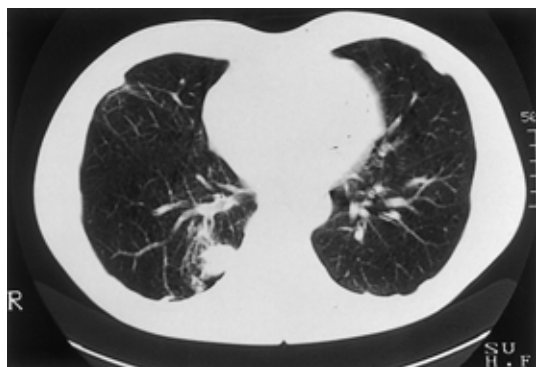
Chest CT films obtained in May 1994, revealed that the oval shadow had become smaller and more round.
